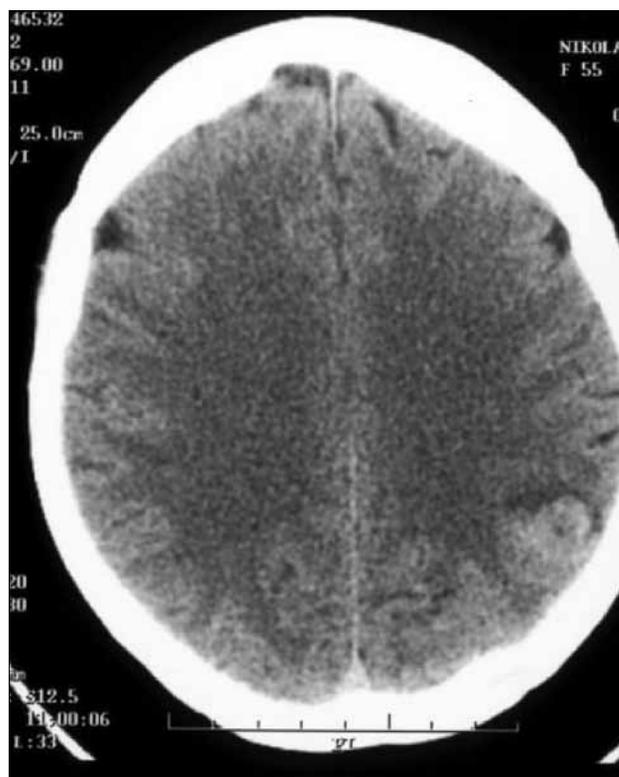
КТ головного мозга с контрастным усилением, аксиальная проекция, до операции.
